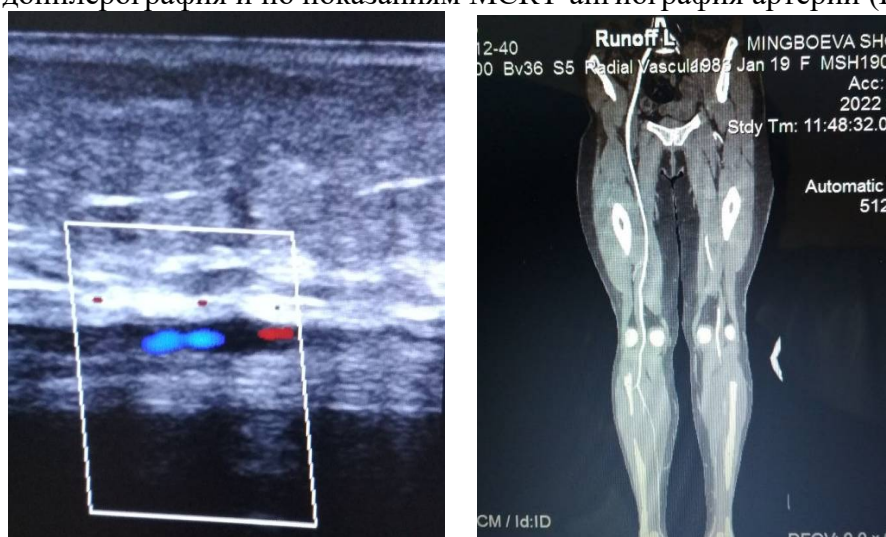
УЗ-доплерография (а) и МСКТ-ангиография (б) артерий нижних конечностей.
